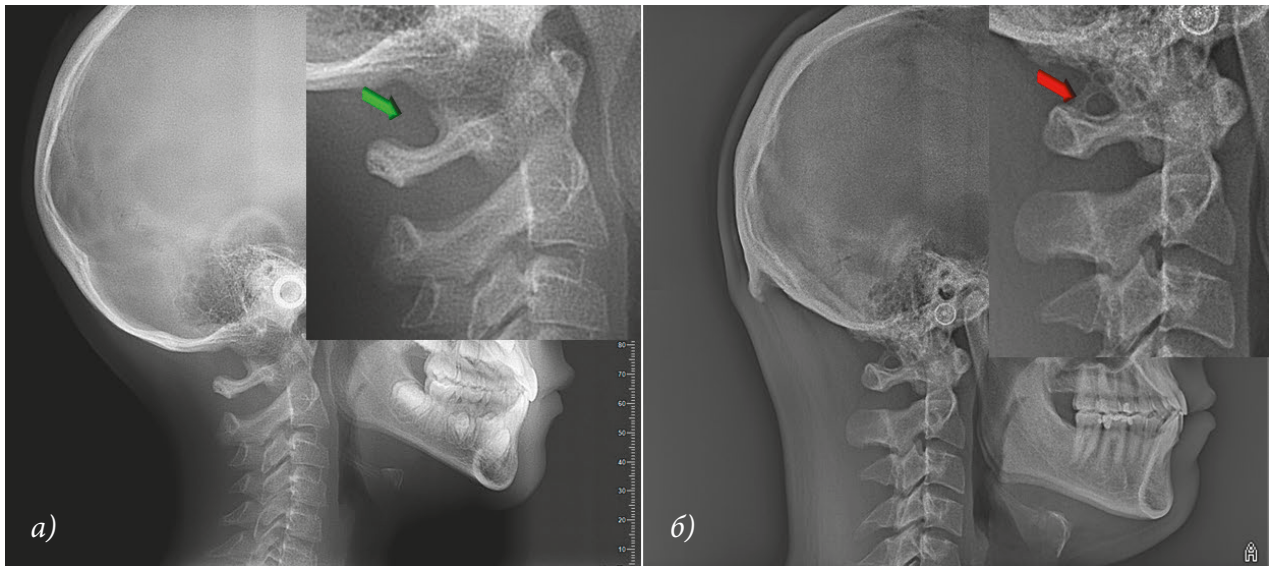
Вид першого шийного хребця на латеральних телерентгенограмах:
